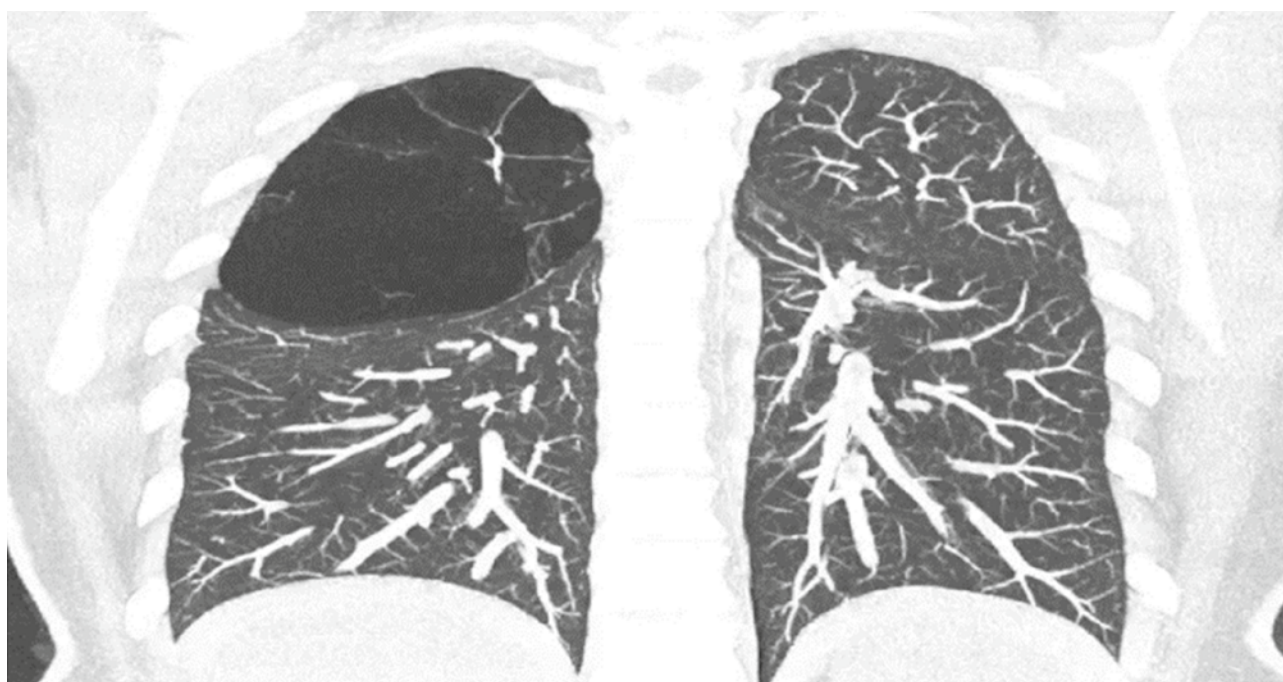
КТ органов грудной клетки от 22.05.2025 г. пациента К. (изображение авторов)
